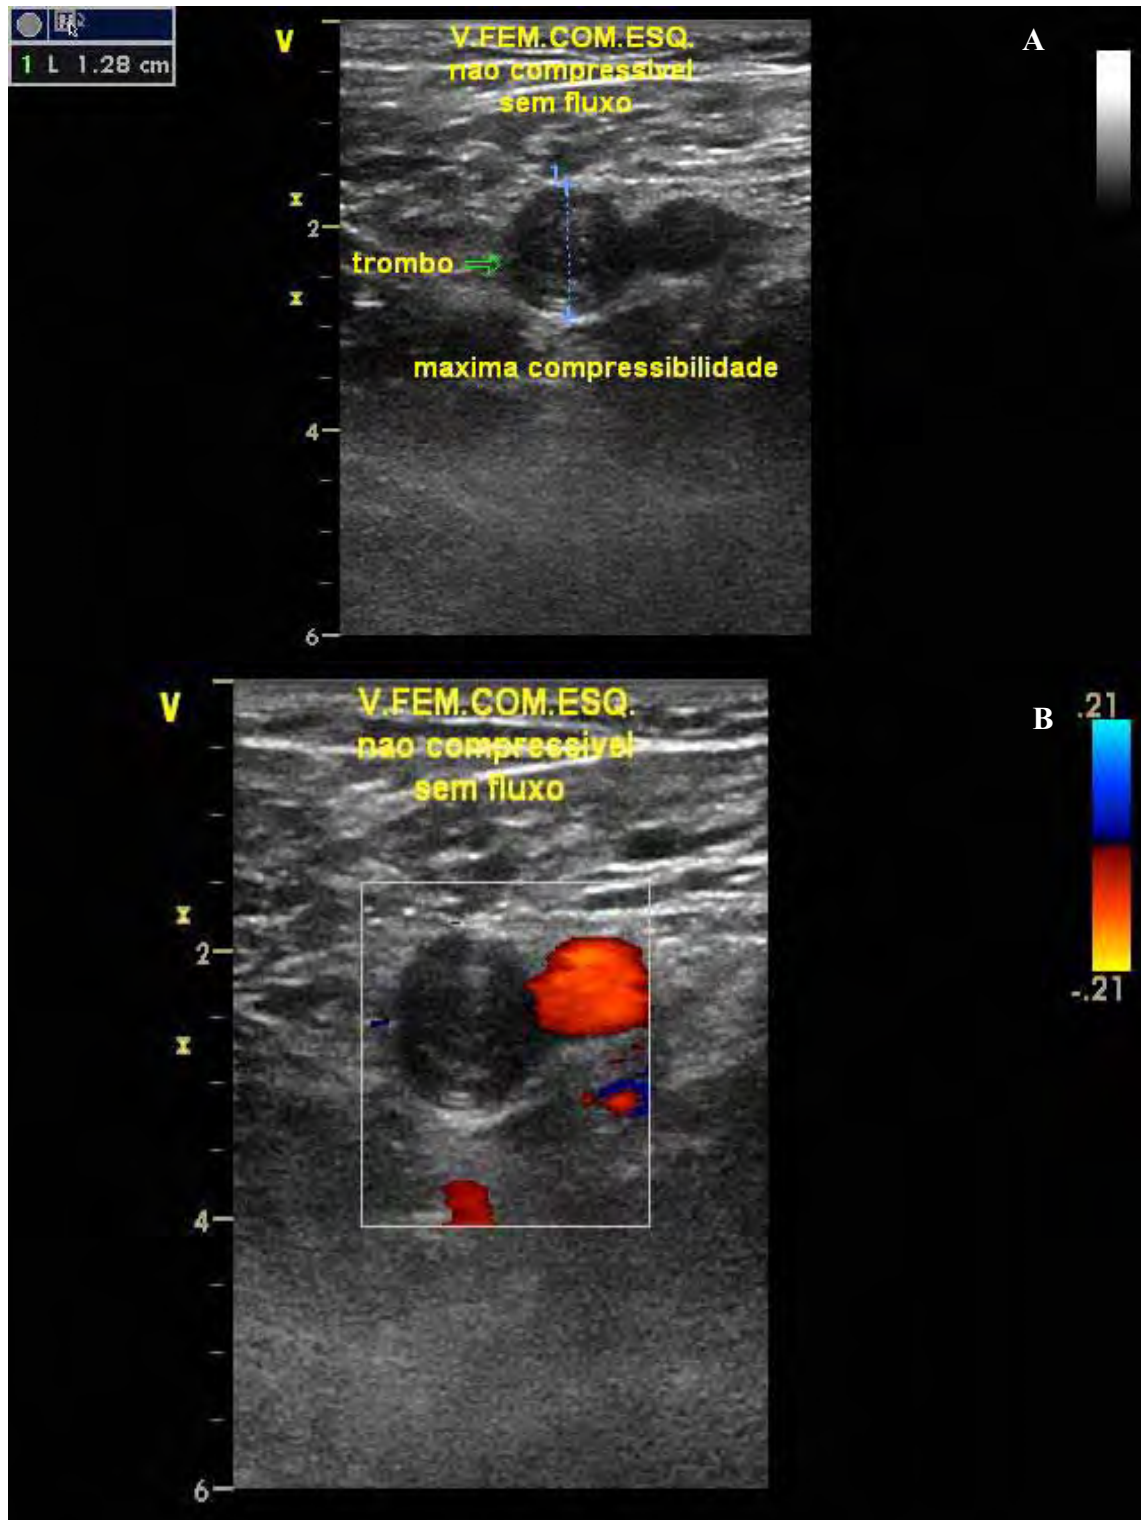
Em A, observa-se o US em modo B da veia femoral comum esquerda (corte transversal) em indivíduo com TVP totalmente oclusiva. A veia femoral comum apresenta-se totalmente oclusiva durante a máxima compressibilidade. Em B, observa-se o MDC da mesma veia (corte transversal) com ausência de sinal Doppler e ausência de fluxo venoso.
